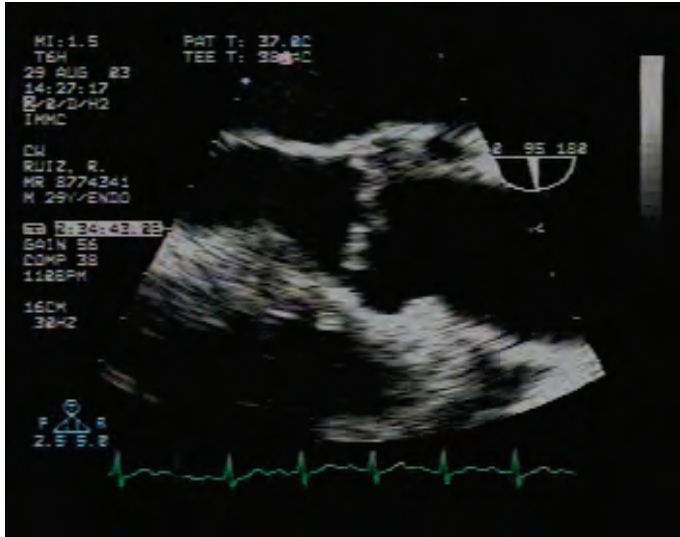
Ecocardiograma bidimensional, aproximación transefágica en un paciente con imágenes de vegetación en válvula aórtica.
